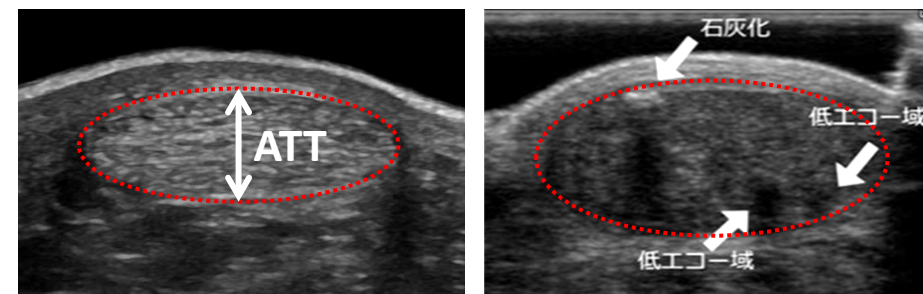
アキレス腱超音波像(左:非FH患者、右: FH患者)
